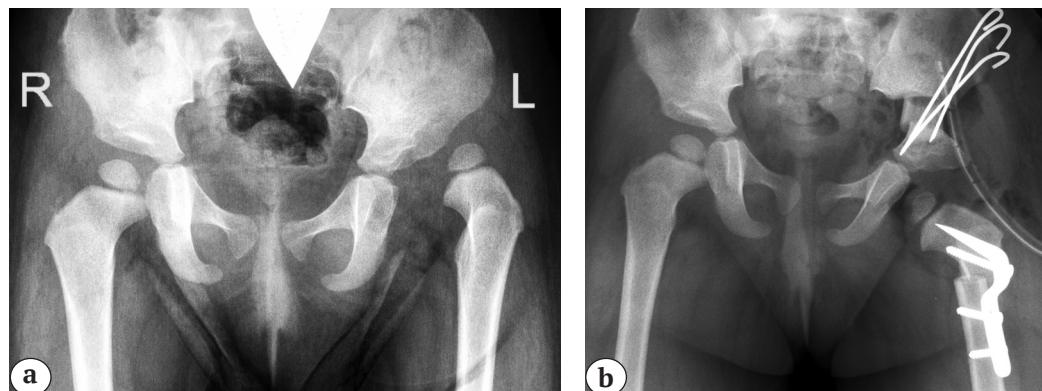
Рентгенограммы тазобедренных суставов пациента 2018 г.р. с дисплазией тазобедренных суставов IV ст. по IHDI в переднезадней проекции:
